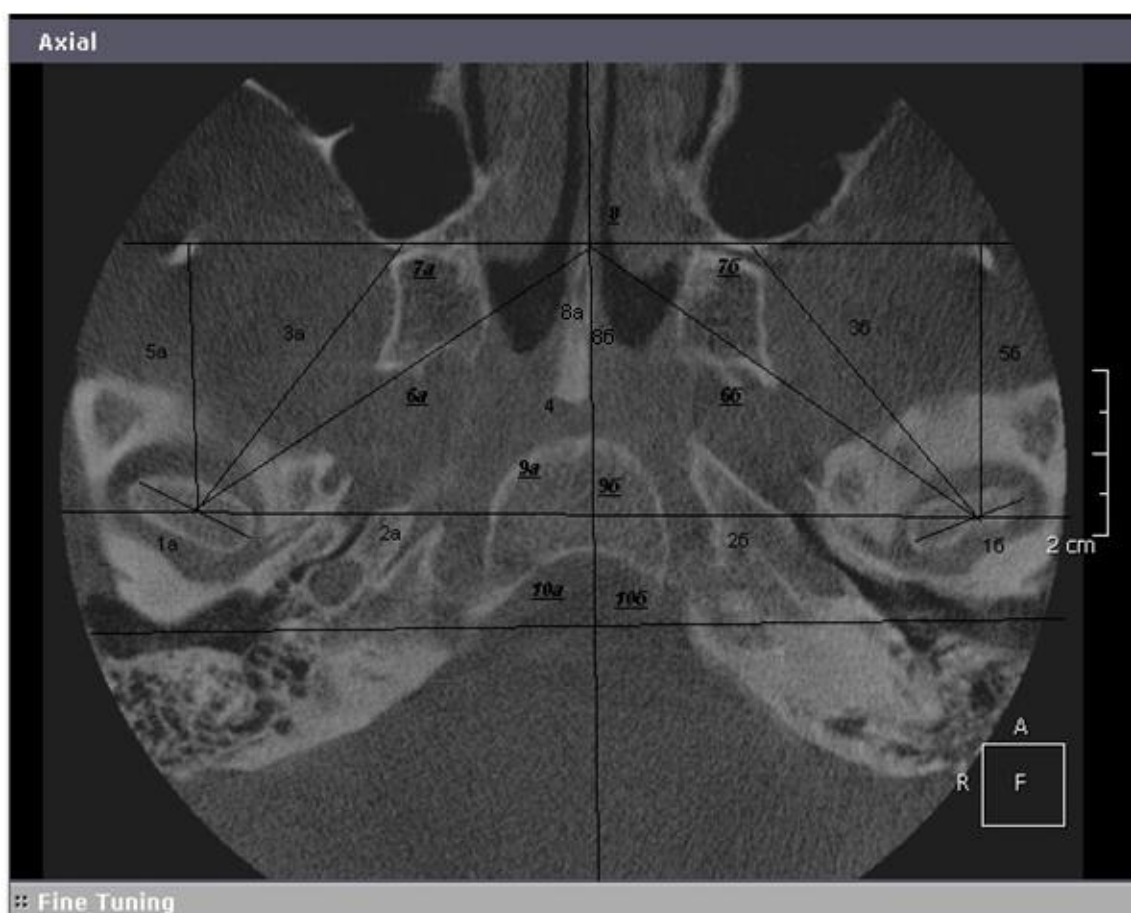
КТ ВНЧС в аксиальной проекции.
